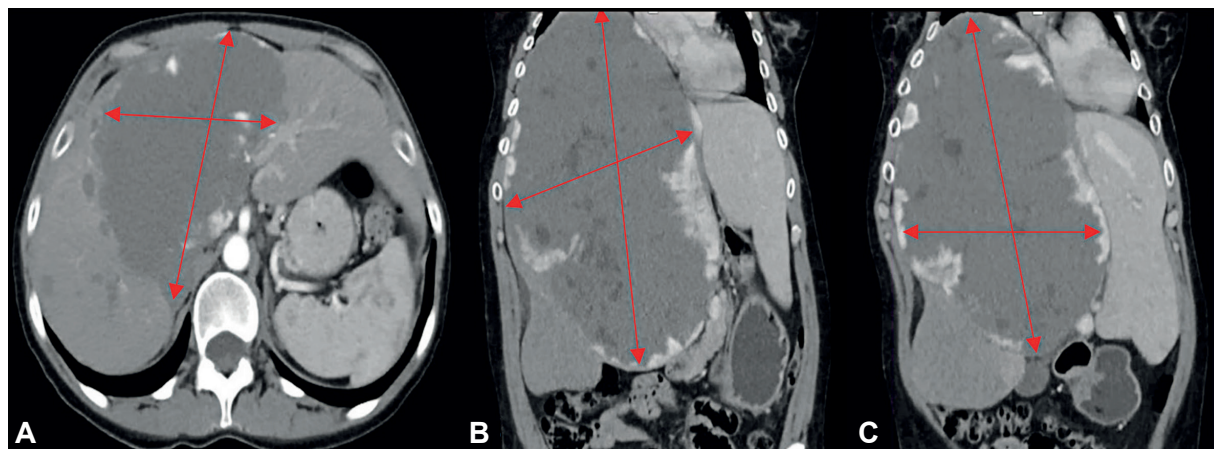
Tomografía de abdomen contrastada en pacientes con hemangioma extremadamente gigante. A. Corte transversal de hemangioma gigante comprometiendo segmentos hepáticos centrales. B. y C. Corte coronal de paciente con hemangioma extremadamente gigante.
